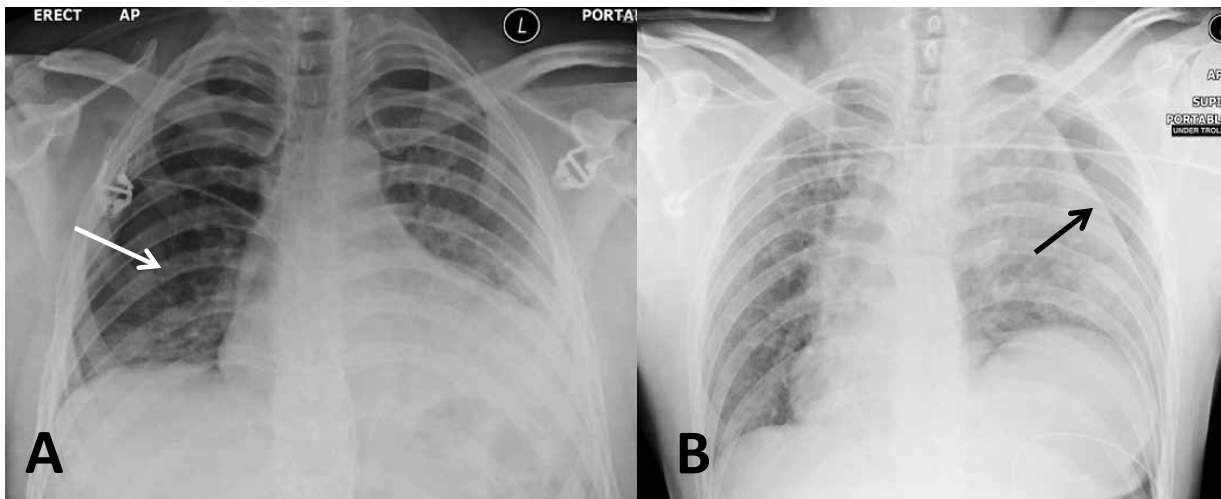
A - Radiografía de tórax: un neumotórax simple derecho (borde pulmonar señalado con flecha);
